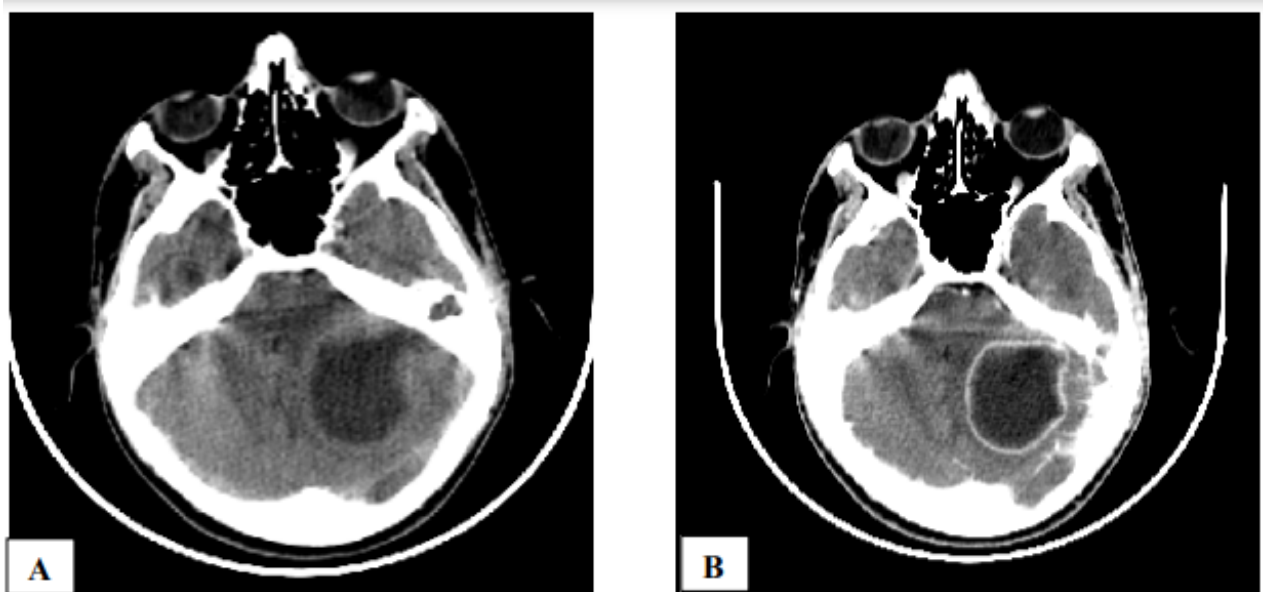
TDM en coupe axiale sans (A) et avec (B) injection de produit de contraste montrant un volumineux abcès cérébelleux gauche.(140)
